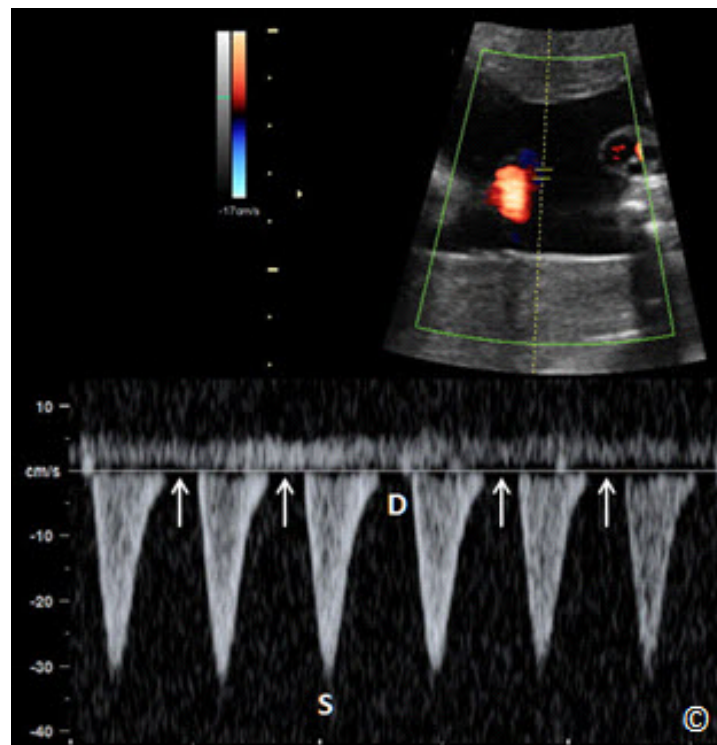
Doppler espectral (Pulso) de la arteria umbilical en un feto con flujo diastólico ausente (flechas). (S = Sístole y Diástole = D).
